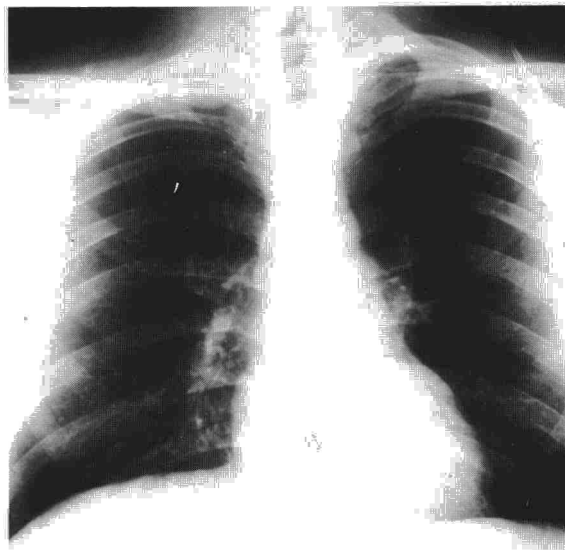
Radiografía de tórax. Se observa una masa extrapulmonar apical derecha.
